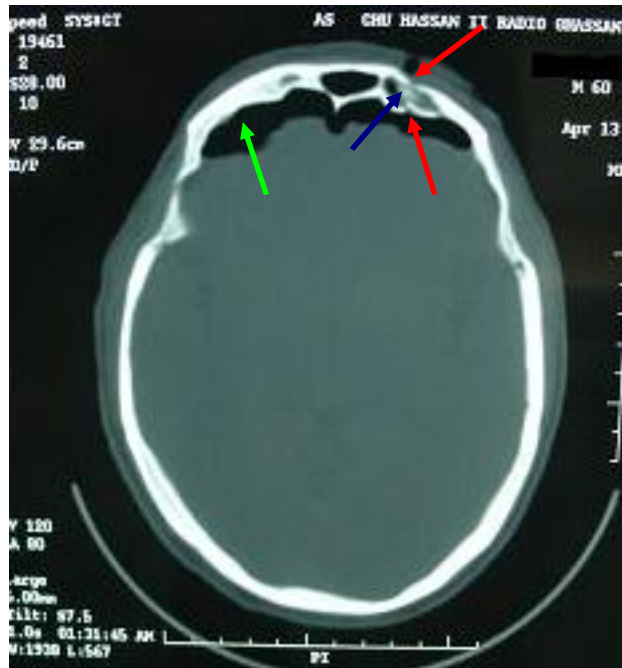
TDM en coupe axiale montrant une fracture des deux parois du sinus frontal gauche (↗) avec hémosinus frontal gauche (↖) et large PNO frontale bilatérale (↗)
